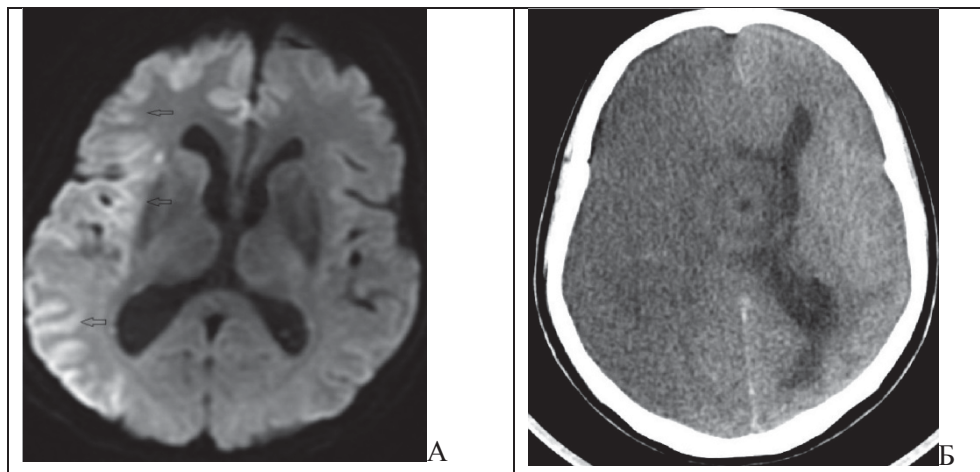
А. - МРТ головного мозга (1-е сутки после операции) Визуализируются распространенные очаговые и диффузные ишемические изменения в белом и сером веществе правого полушария (указано стрелкой); Б. - КТ головного мозга (3-и сутки после операции)
